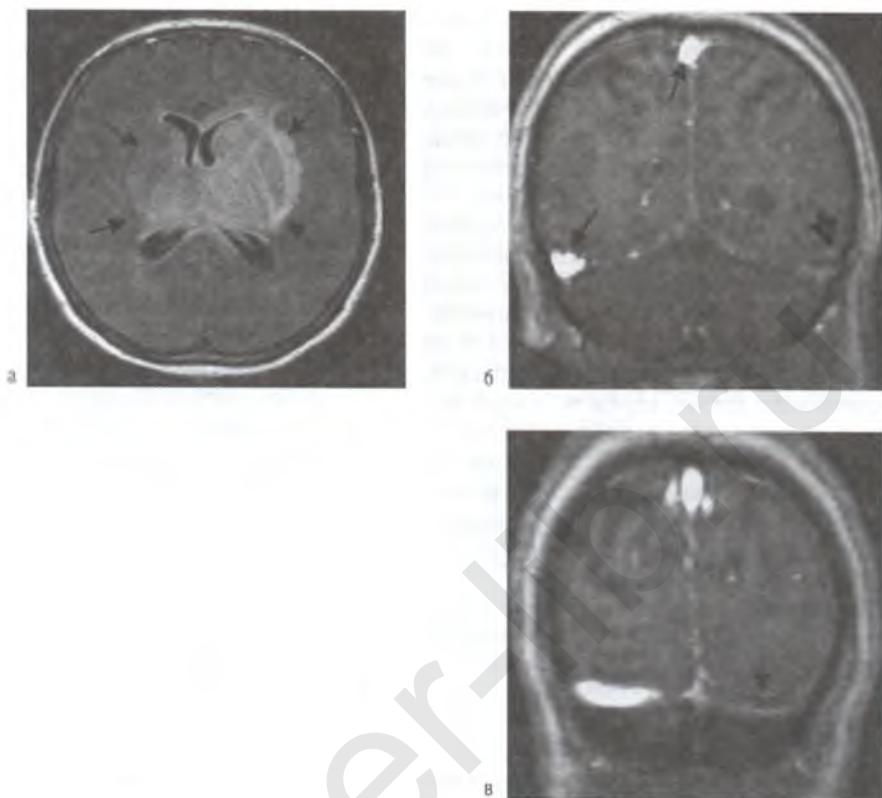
Женщина 39 лет с антифосфолипидным синдромом в анамнезе поступила через две недели после родов с сильной, постоянной головной болью и очаговыми неврологическими симптомами. На данном FLAIR-изображении видна двусторонняя венозная ишемия таламуса (область, указанная стрелками) вследствие окклюзии внутренних мозговых вен тромбом (а). Во время *time-of-flight* (метод, обеспечивающий повышенную яркость кровотока по сравнению с неподвижными тканями) МР-флебографии в верхнем сагиттальном синусе (отмечен стрелкой вверху изображения) и правом поперечном синусе (стрелка на 7 часов) имеется увеличение сигнала, подтверждающего наличие кровотока, но также имеется тромб в левом поперечном синусе (стрелка на 4 часа) (б). Такое же изображение структур головного мозга, лежащихзади по отношению к изображению (б), подтверждает эти результаты и демонстрирует тромб в левом поперечном синусе (темная стрелка) (в). FLAIR — подавление артефактов от кровотока методом обнуления момента градиента.
